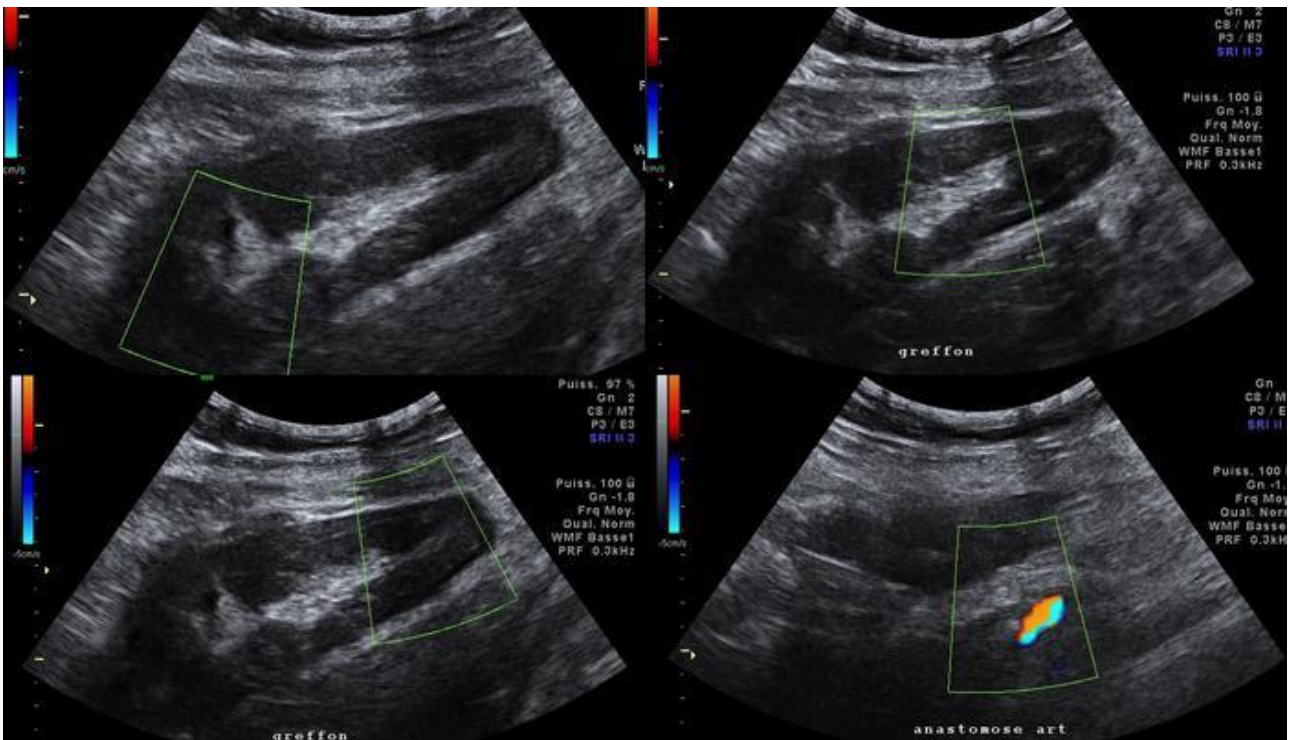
Coupes longitudinales d'une échographie du greffon en mode B couplé au Doppler couleur: Parenchyme rénal hypoéchogène avec absence de signal Doppler au niveau de l'artère du greffon et des artères et veines intrarénales.
